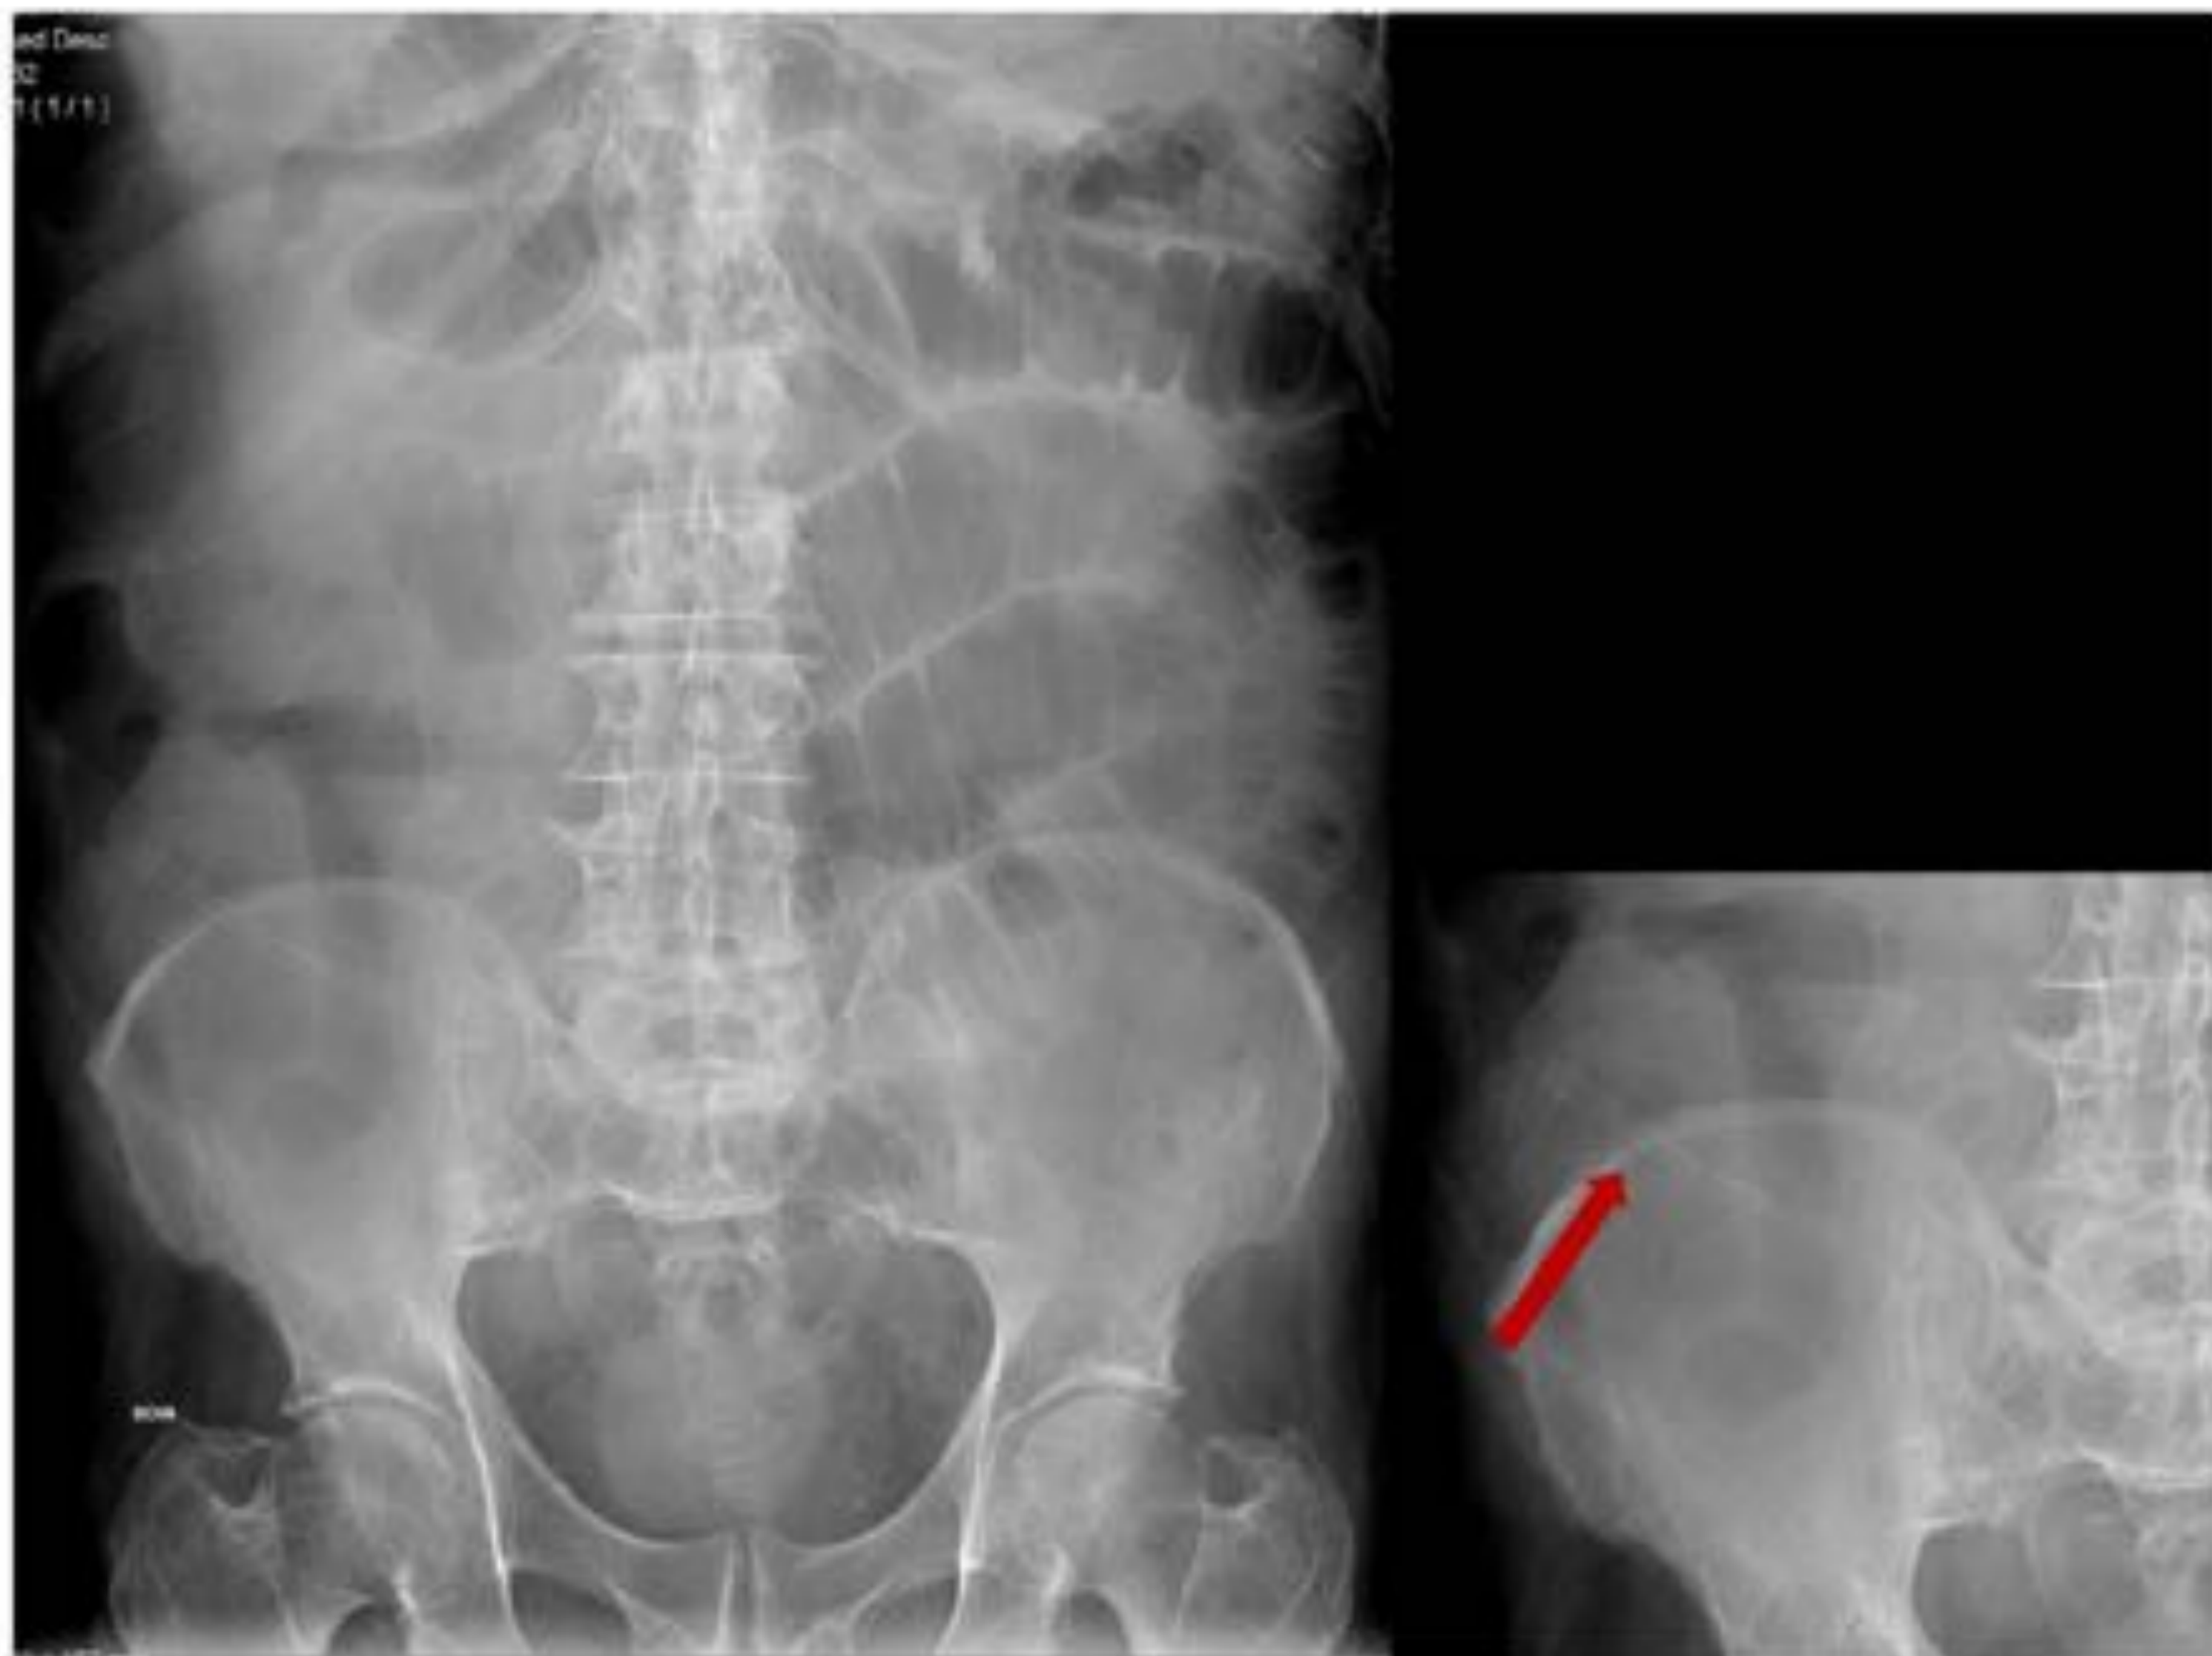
Paciente con dolor abdominal, náuseas y vómitos. La radiografía simple muestra dilatación de asas de intestino delgado producidas por un hueso (flecha).
